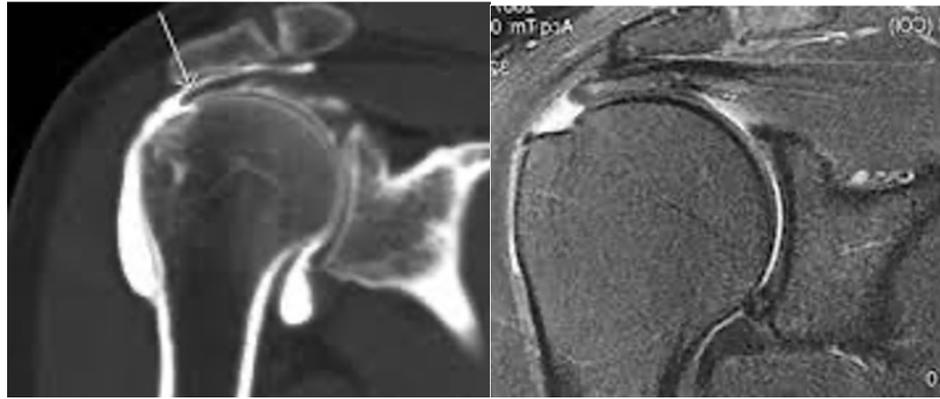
Rupture du tendon du supra épineux à l'arthroscanner (à gauche) ou à l'IRM (droite)
